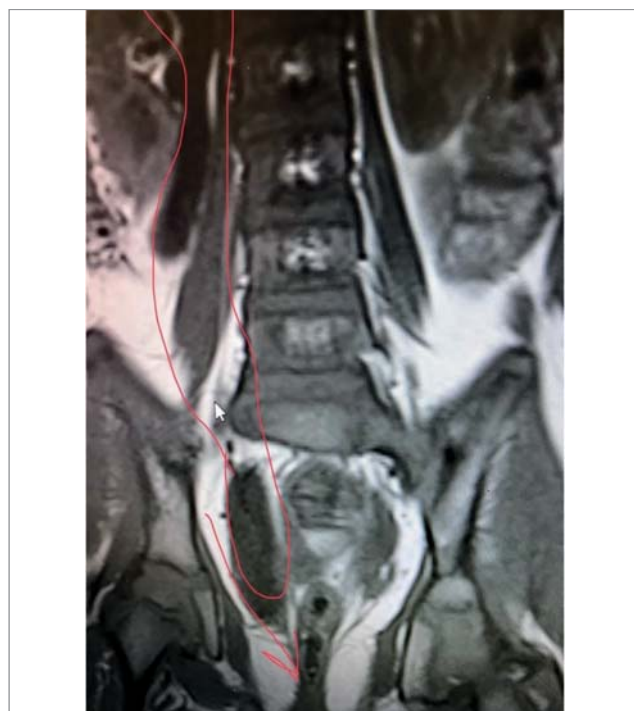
Магнітно-резонансна томографія тієї ж дитини. Ектопія устя сечоводу в присінок піхви
